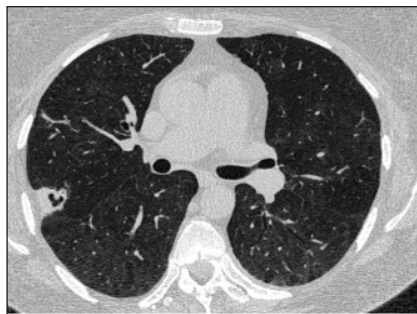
КТ ОГК у больной ИА на фоне гранулематоза с полиангиитом: полость деструкции в S_{II} правого легкого
